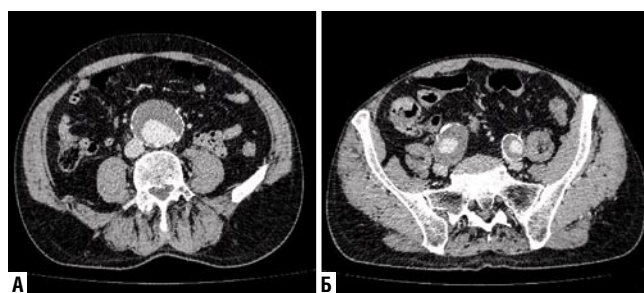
Больной Х. МСКТ-ангиография брюшного отдела аорты: А – аневризматическое расширение брюшного отдела аорты с пристеночным тромбозом с наибольшим наружным диаметром аневризмы 58 мм; Б – правая общая подвздошная артерия аневризматически расширена от самого устья и до бифуркации, максимальным диаметром 41×33 мм, контрастированный просвет левой общей подвздошной артерии 17×26 мм.
